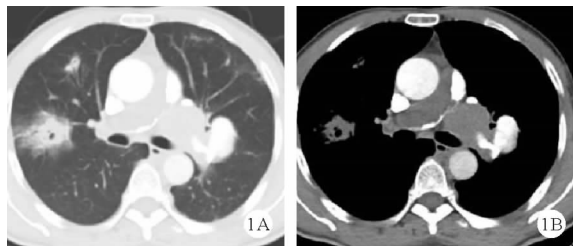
2019年9月5日患者肺部影像学检查结果(A:肺部CT;B:肺动脉增强CT)
